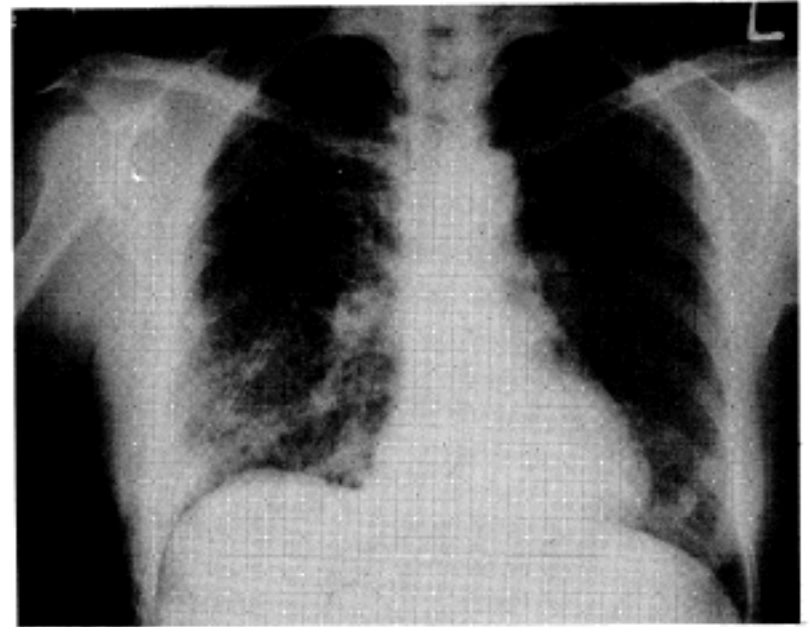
Chest X-ray showed irregular cystic lesions and nodular densities in both lungs with more severe involvement in the right lower lung field.
